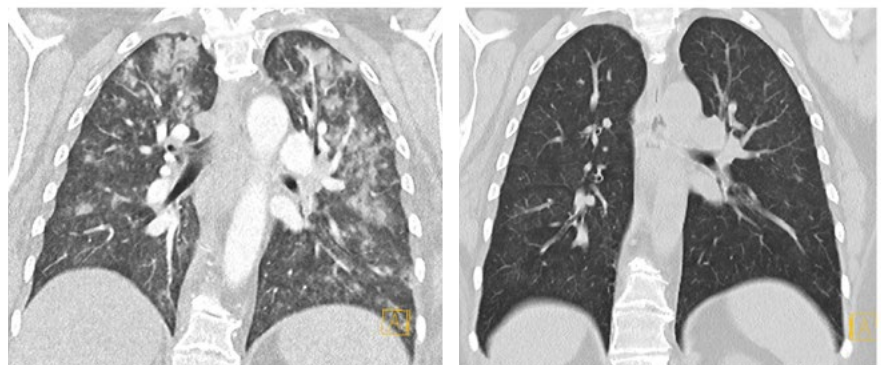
Thorax-CT vor (A) und nach zweiwöchiger Therapie (B). Die initialen nodulären Infiltrate mit Betonung in beiden Oberlappen sind komplett regredient.
